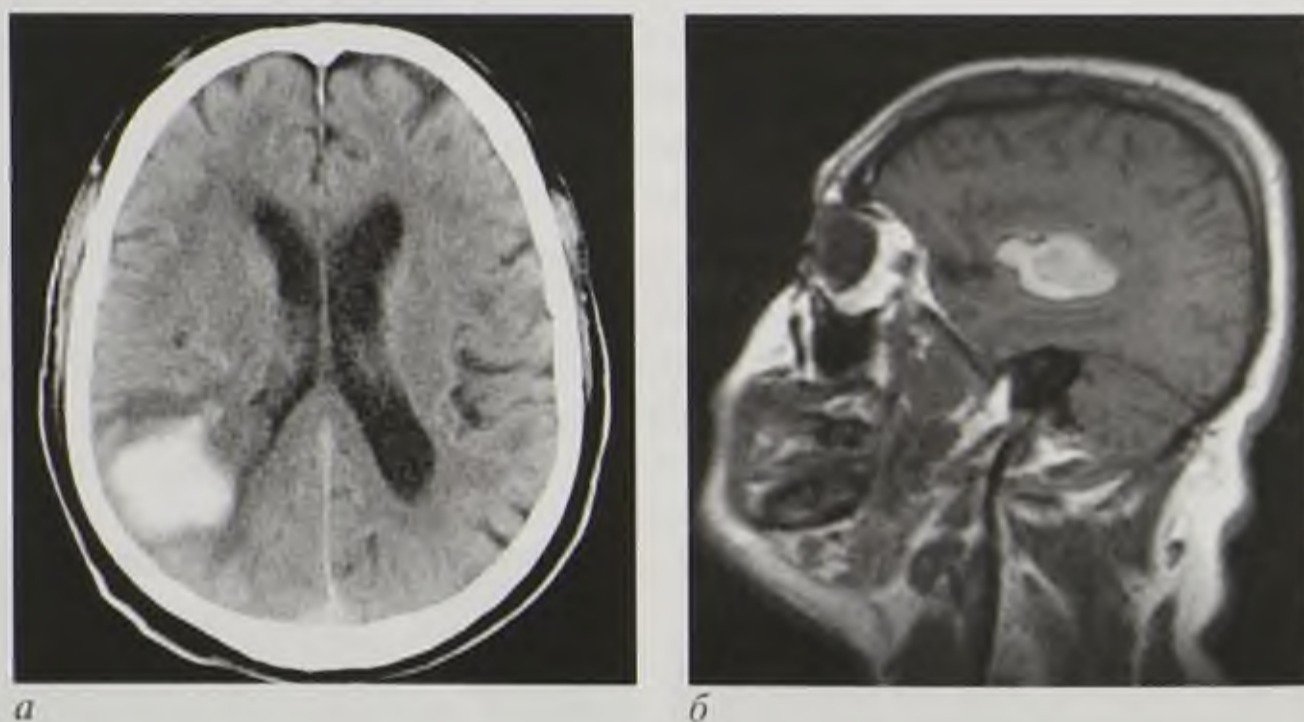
Внутричерепные кровоизлияния: *а* — компьютерная томограмма в аксиальной плоскости; *б* — магнитно-резонансная томограмма, T2-взвешенное изображение в сагиттальной плоскости
